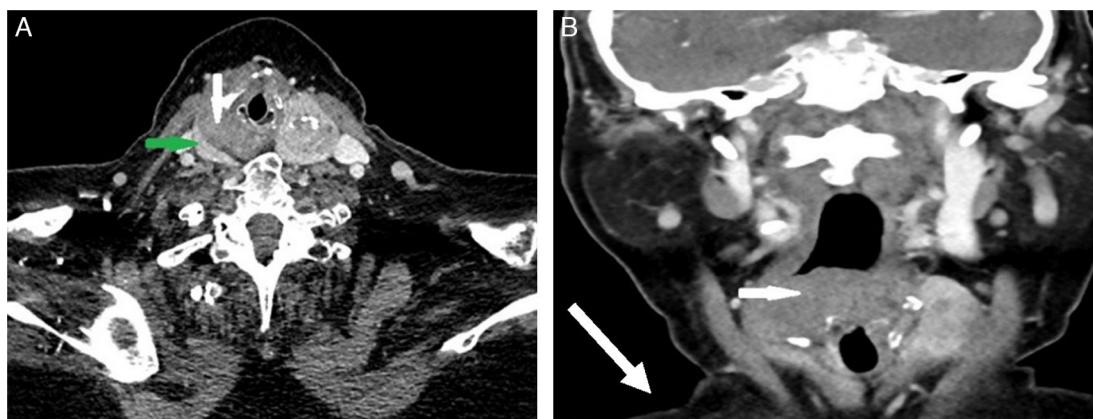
Tomografia computadorizada do pescoço com contraste. A, Corte axial em C5/6 mostra o contraste no lóbulo direito da tireoide (seta verde) e a massa sem contraste na hipofaringe (seta branca). Um plano de separação é claramente visível no meio. B, Corte coronal da massa da hipofaringe (seta branca).
